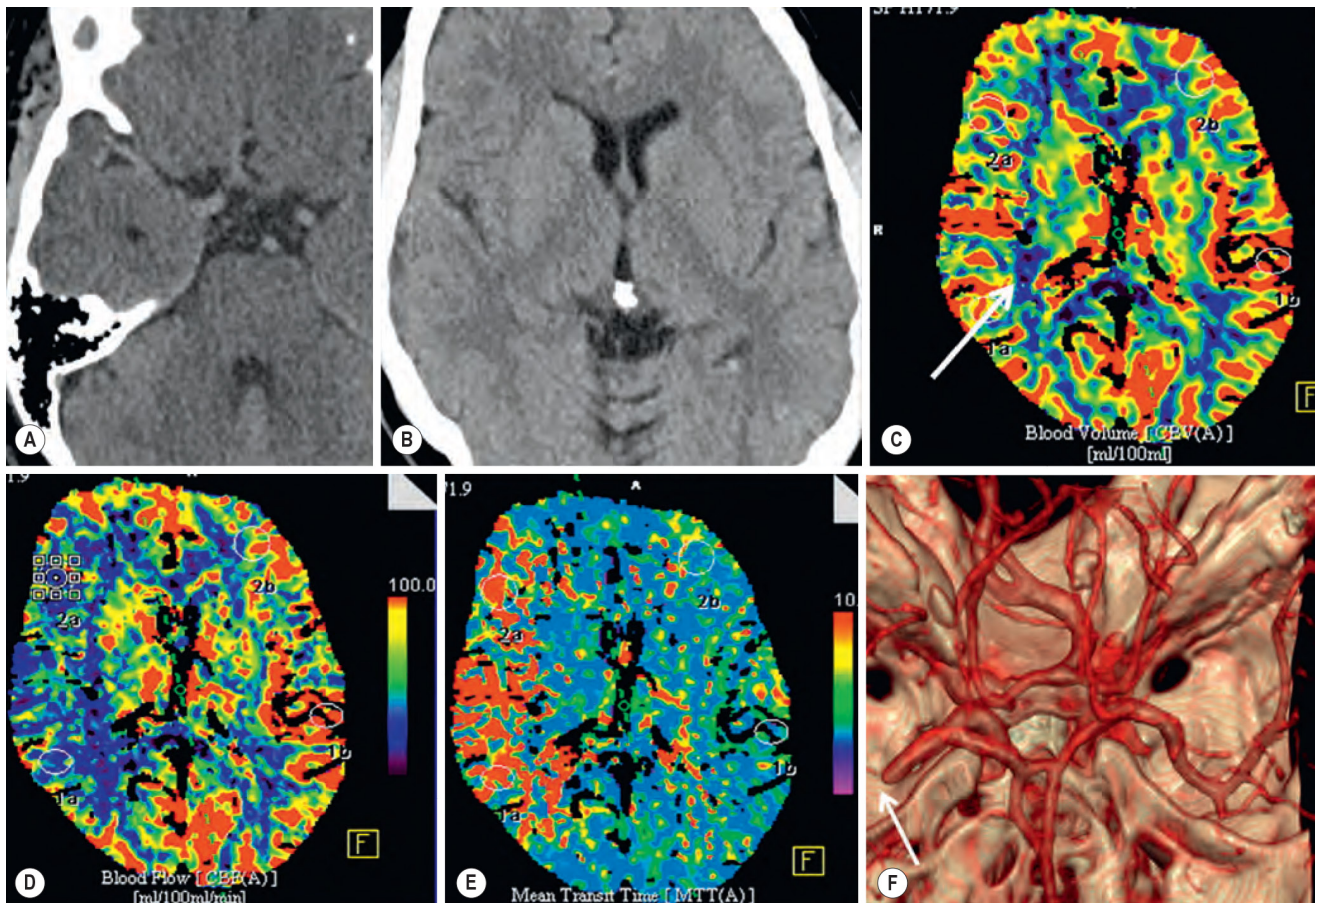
Ischaemic Penumbra on Computed Tomography Perfusion. (A and B) Within 2 hours of left-sided hemiparesis, the non-contrast enhanced computed tomography (CT) was normal. Note that there is no vessel hyperdensity. (C) However, there is a small area of reduced cerebral blood volume in the right temporo-occipital white matter (white arrow), indicating only a very small 'core' of irreversibly infarcted tissue. (D and E) The cerebral blood flow and mean transit time perfusion maps demonstrate a large volume of ischaemic but potentially salvageable tissue, with reduced cerebral blood flow (cold colours, D) and prolonged transit times (warm colours, E). (F) Volume-rendered image from a CT angiogram shows occlusion of the M1 segment of the right middle cerebral artery (white arrow).
